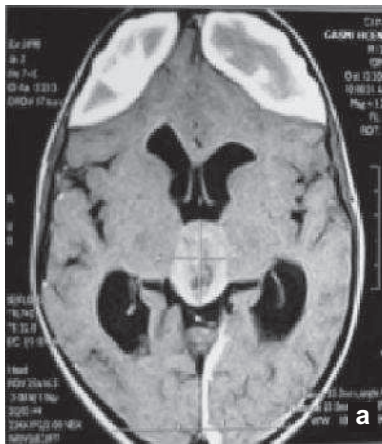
IRM pré opératoire d'un papillome des plexus choroïde (a) et TDM de contrôle (b).
